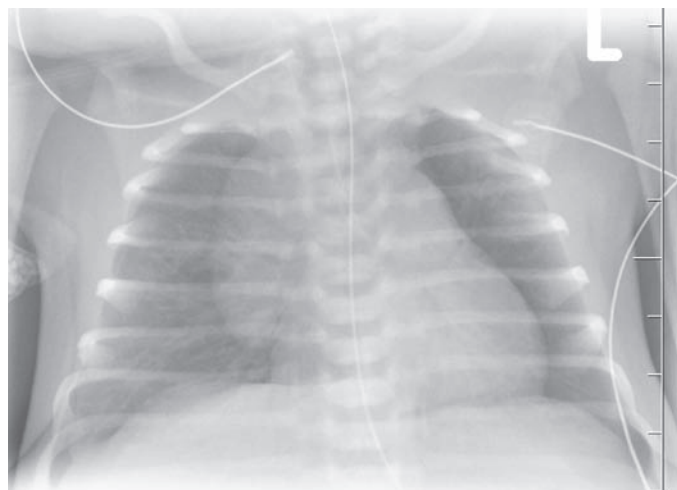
RTG snímky hrudníka novorodence s tyreotoxikózou. Vľavo pri prijatí prítomná kardiomegália podmienená dilatáciou pravej predsieňe, vpravo vo veku 2 mesiacov s úpravou predchádzajúceho nálezu.
